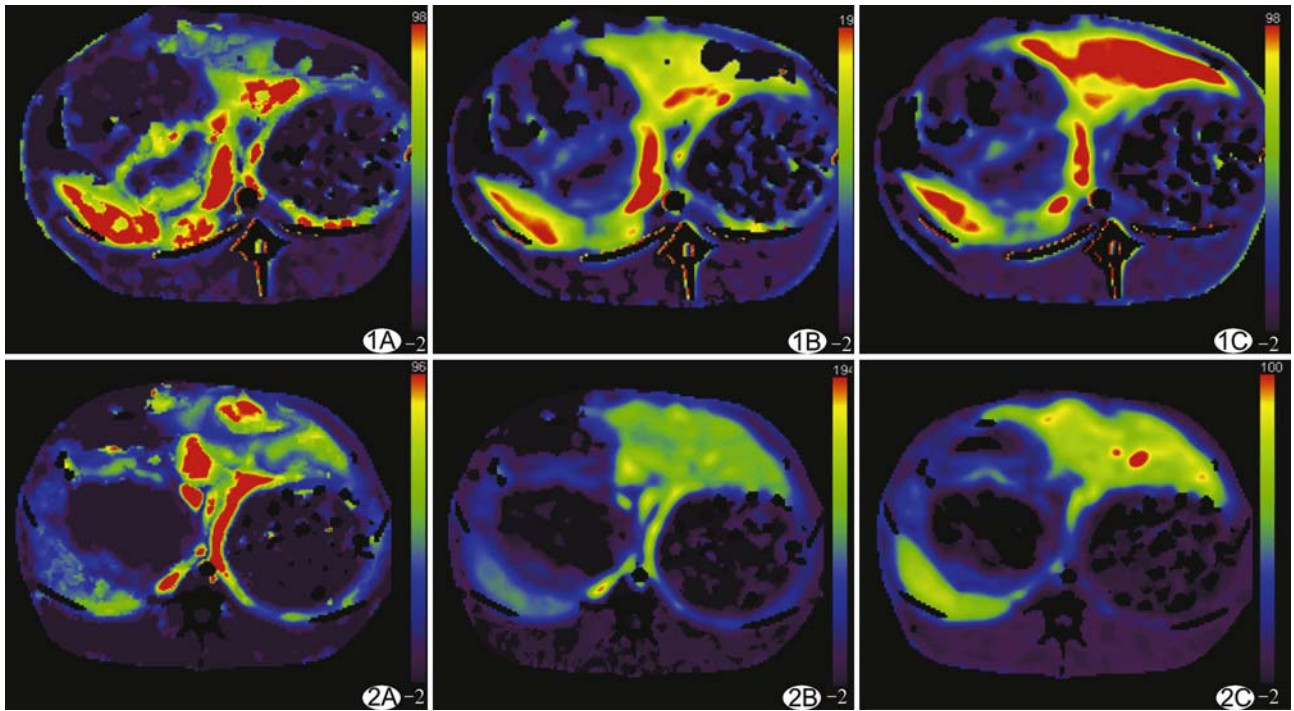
兔 VX2 腹腔移植瘤放疗前 CT 灌注图 肿瘤实质性部分于 BF 灌注图上呈黄绿色(A),BV 灌注图上呈蓝绿色(B),PS 灌注图上呈蓝绿色(C),表明肿瘤呈中等程度血流灌注状态 图 2 兔 VX2 腹腔移植瘤放疗后肿瘤 CT 灌注图 A~C. 肿瘤周边实质性部分于 BF、BV 及 PS 灌注图上均呈蓝紫色,表明肿瘤呈明显低灌注状态
